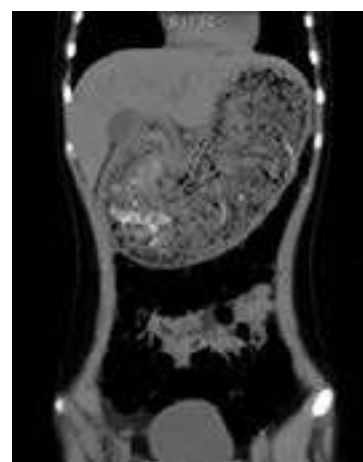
Tomografía abdominal muestra masa en la cavidad gástrica.
